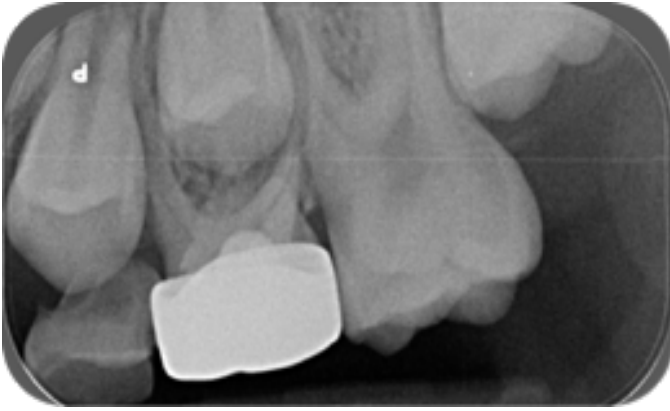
Radiographie de contrôle à 6 mois.
